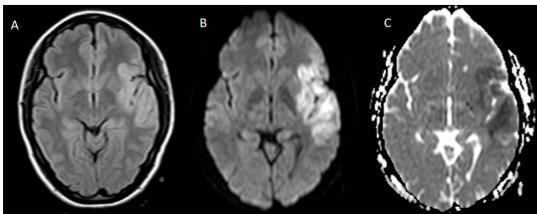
Evento cerebrovascular PACI en RMN.
